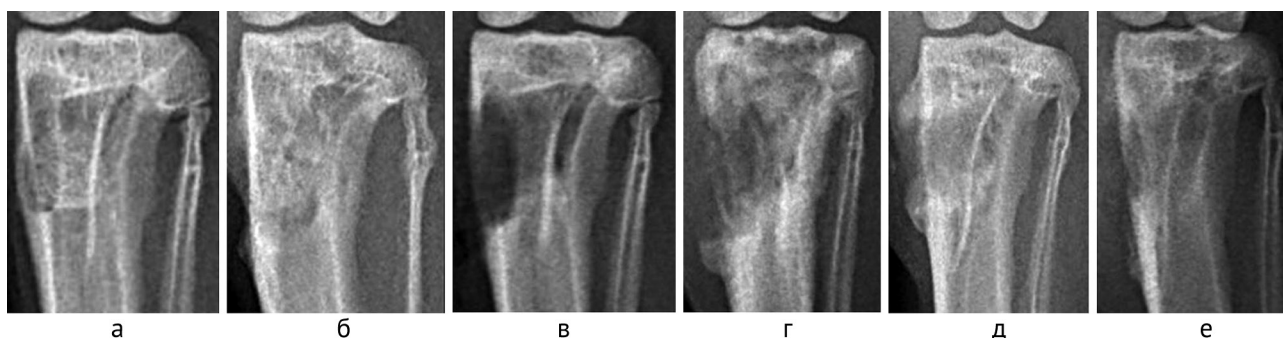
Рентгенограммы проксимального метафиза большеберцовой кости кроликов в прямой проекции на этапах исследования: а — внесение инфекционного агента, день операции; б — 21-ые сутки после инфицирования; в — секвестрнекрэктомия и замещение костного дефекта, день операции; г — группа 2, 21 сутки после замещения дефекта; д — группа 3, 21 сутки после замещения дефекта, удовлетворительный результат; е — группа 3, 21 сутки после замещения дефекта, неудовлетворительный результат
